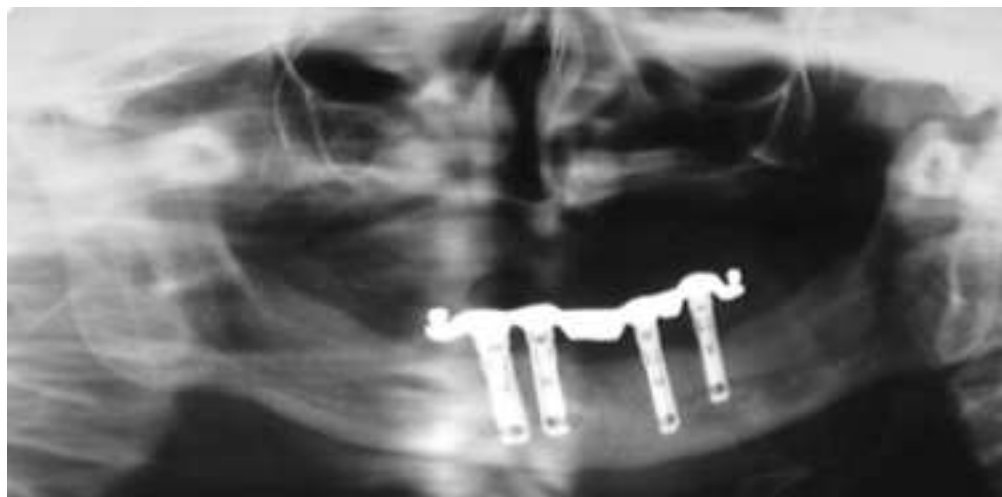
Radiographie panoramique et vues intraorales d'un patient âgé de 12 ans traité à l'âge de 2 ans par chimiothérapie et radiothérapie pour un neuroblastome, ayant subi des extractions multiples (cf panoramique préopératoire Figure 18) et une implantation de 4 piliers permettant le maintien de la prothèse mandibulaire (Zwetchkenbaum et coll., 2007).
